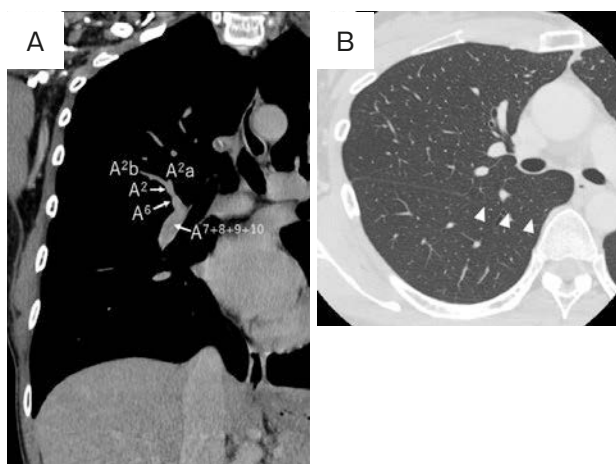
Preoperative CT scans showed that A² branched from A⁶ (A) with incomplete lobulation (arrowheads) between the right upper and lower lobes (B).
